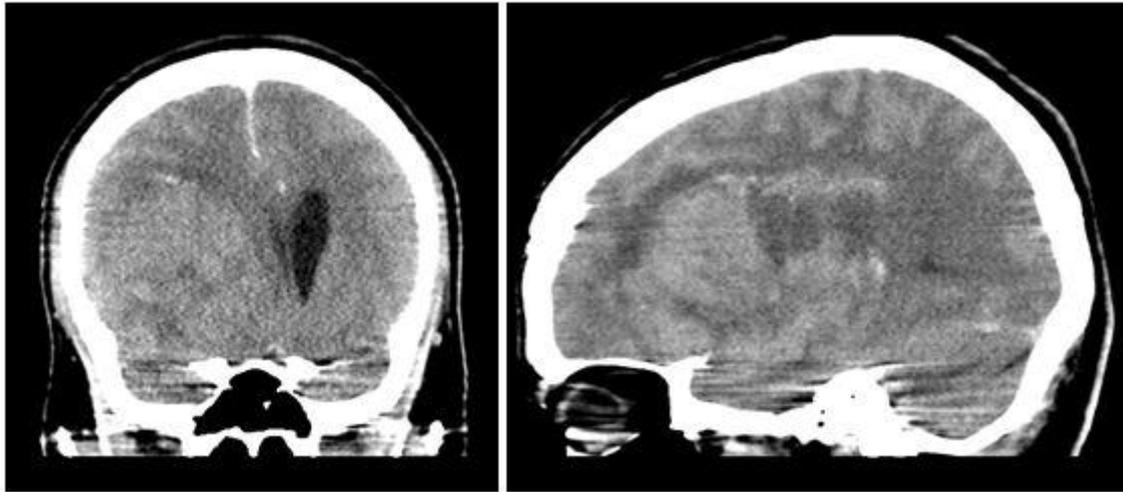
Tomografía axial computarizada simple de cráneo prequirúrgica.
